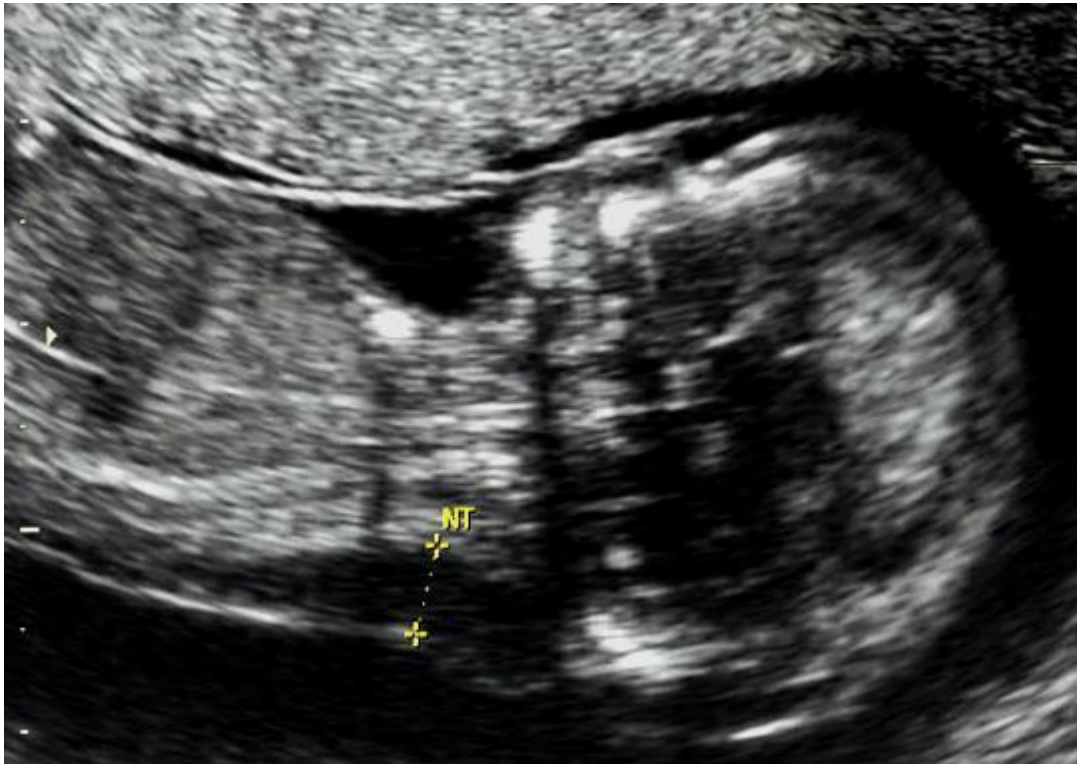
Ecografia de um feto com TN aumentada (fonte: fetalmed, 2009.)
